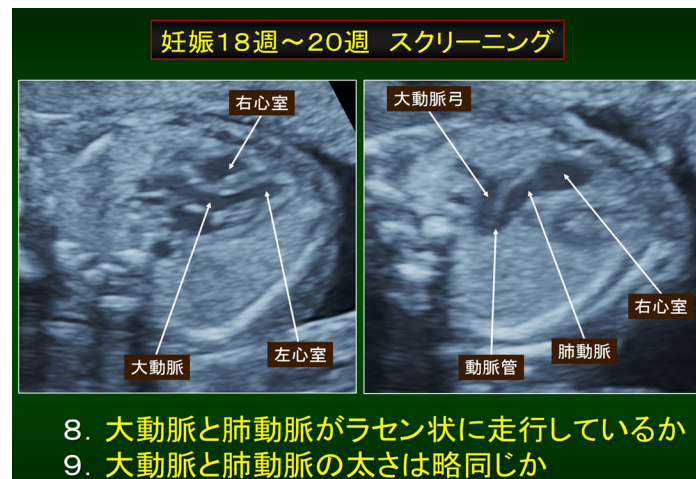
妊娠 18 週～20 週におけるレベル 2 の心臓に関するチェック項目と超音波断層像
